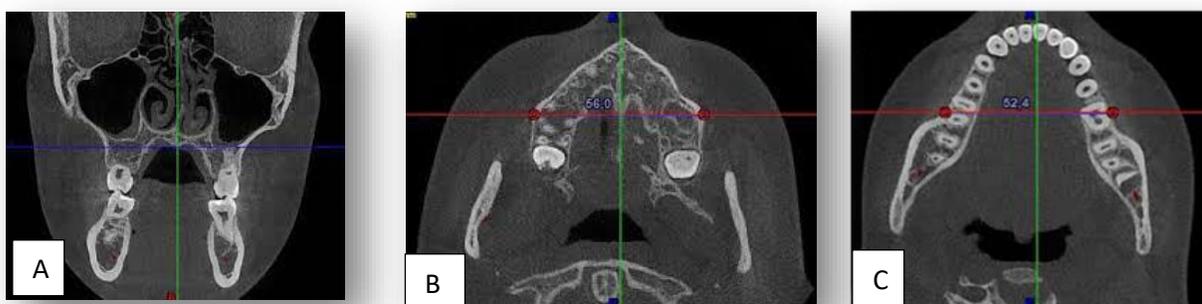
A) plano coronal (línea azul) en el centro de las raíces palatinas de los primeros molares a nivel de la bifurcación B) Vista axial: de cortical derecha a izquierda (línea roja) indica medida trasversal maxilar. C) Vista axial: de cortical derecha a izquierda (línea roja) indica medida trasversal mandibular. Figuras obtenidas de las CBCT del archivo de posgrado UAS.
